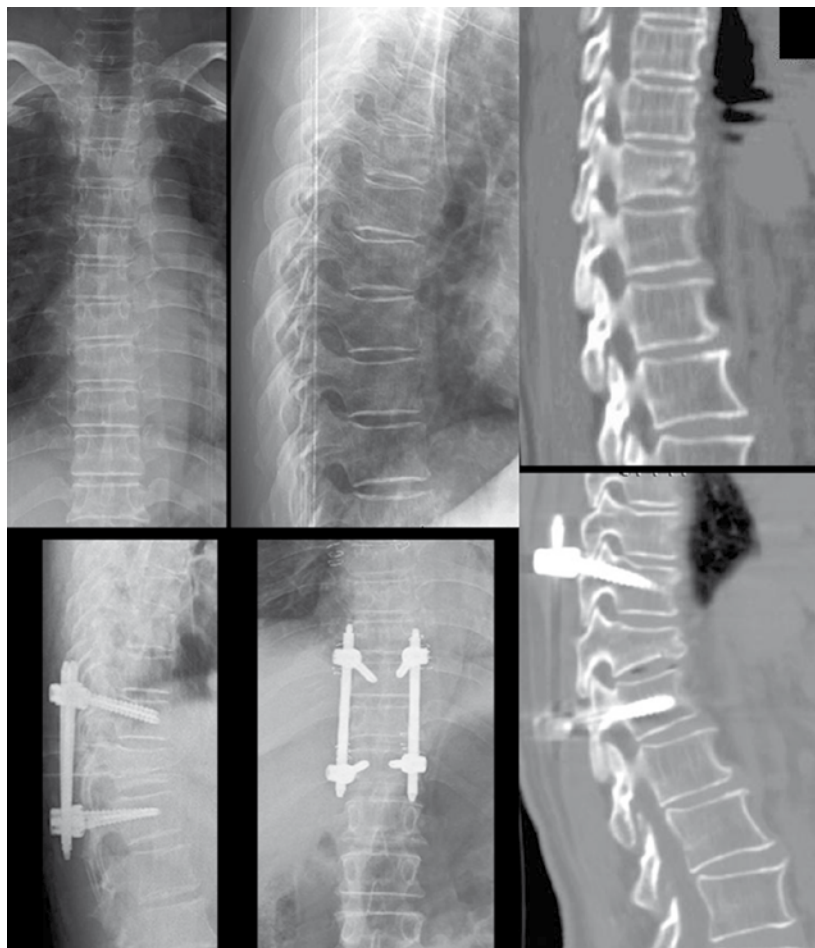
Doente do género feminino, 69 anos de idade. Fratura de T11. A) Rx frente e perfil pré-operatório; B) TC pré-operatória; C) Rx controlo pos-operatório imediato, frente e perfil, submetida a fixação transpedicular percutânea T10-T12; D) TC aos 6 meses revela agravamento do ângulo de cifose local e segmentar.
